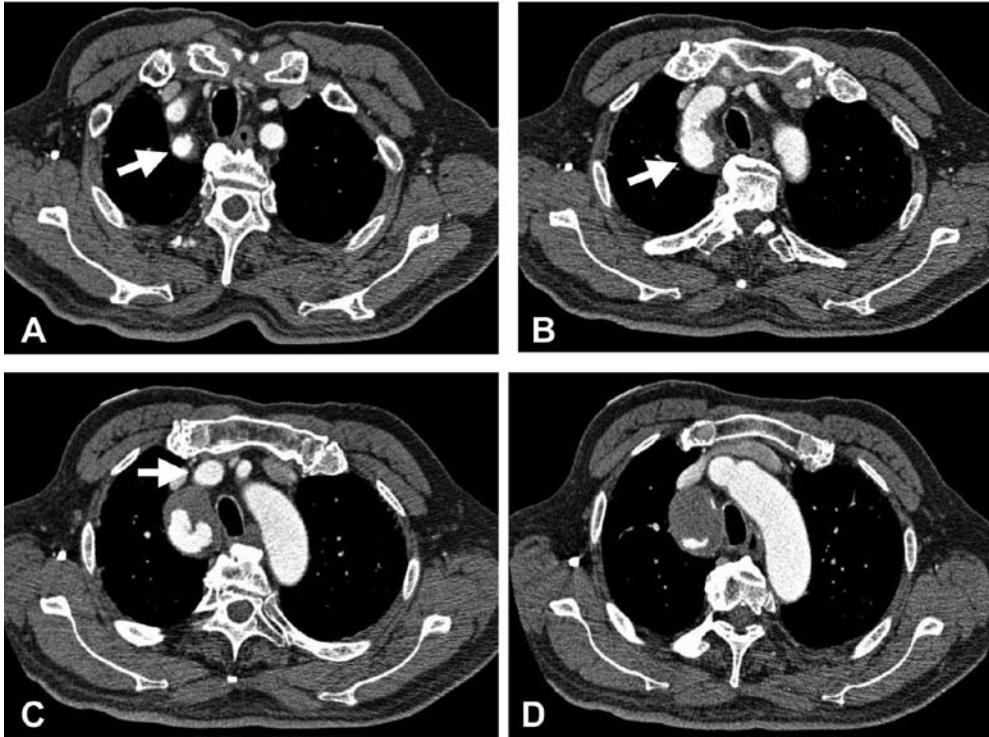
Chest CT angiographic images.
